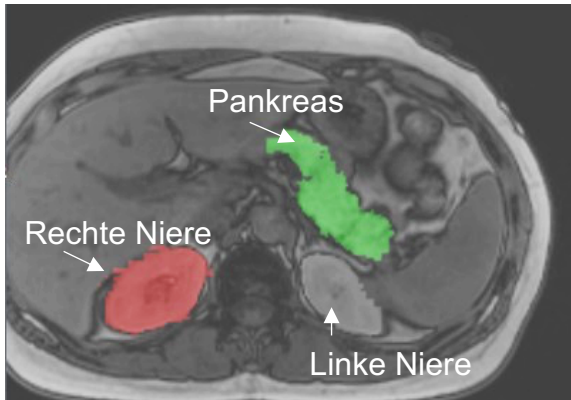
Beispiel eines Datensatzes zur Darstellung der automatischen Organsegmentierung. Die Abbildung zeigt eine MRT-Aufnahme in 2D-Ansicht. Die drei Organe wurden durch das Programm Aliza Medical Imaging & DICOM Viewer farblich markiert.
